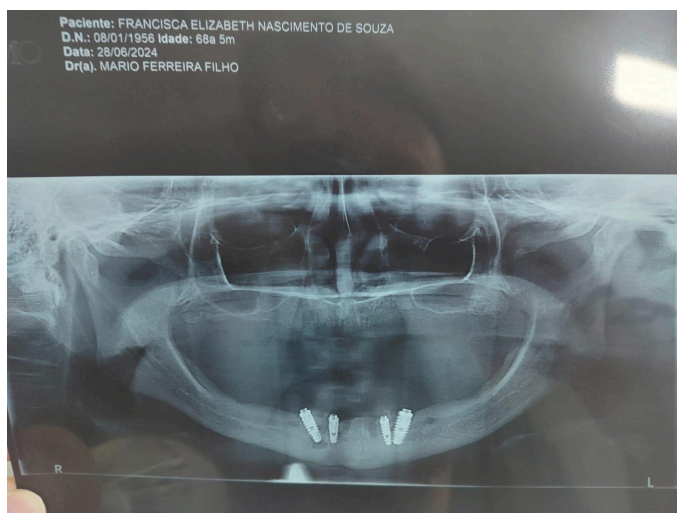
Radiografia panorâmica inicial evidenciando implantes instalados na região anterior da mandíbula.
